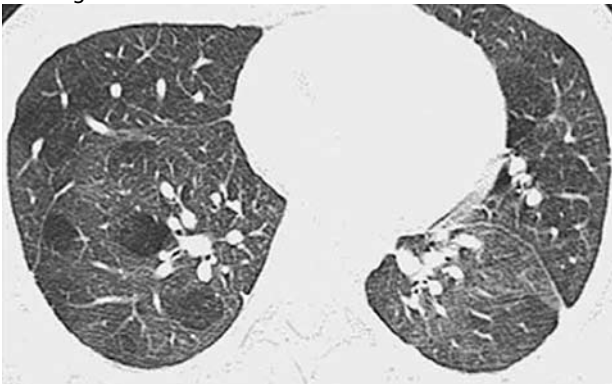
High-resolution CT image of the chest demonstrating asymmetric patchy lobular air trapping with bilateral diminished vascularity in the lungs from Swyer-James-MacLeod syndrome.
